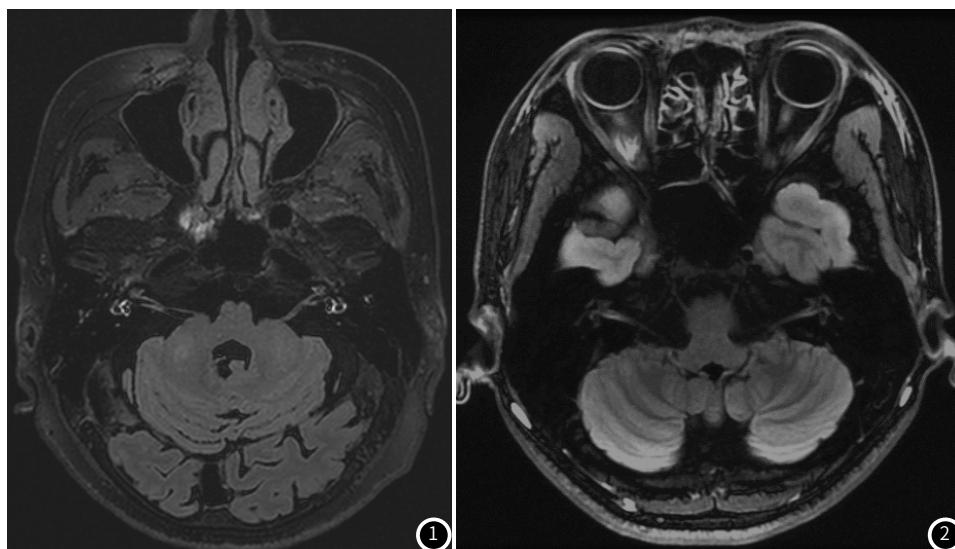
内耳MRI钆造影：双侧前庭外淋巴呈高信号，内淋巴呈低信号，低信号范围扩大，超过前庭面积1/3，左侧为著，提示双侧前庭内淋巴积水。
